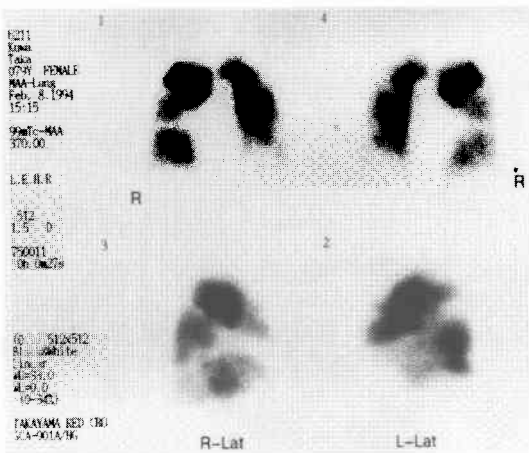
Lung perfusion scintigraphy 1st day after onset showing multiple defects.
